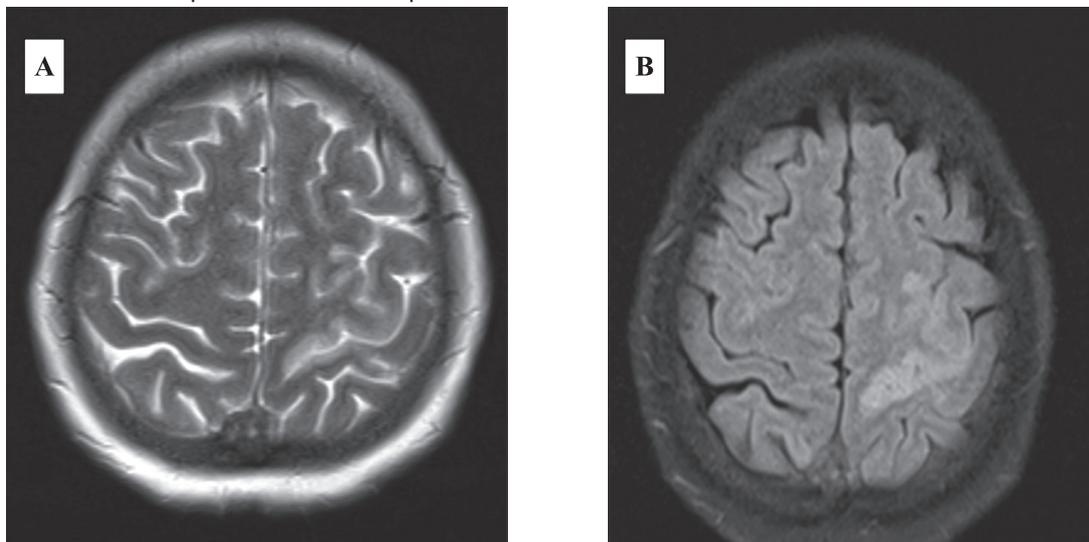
На МРТ в T2 (A) режиме и FLAIR (B), участок венозного инфаркта в коре лобной, теменной долей левого полушария головного мозга на уровне центральной борозды в пред и постцентральных извилинах, размером 2,43\*3,44\*2,58см
